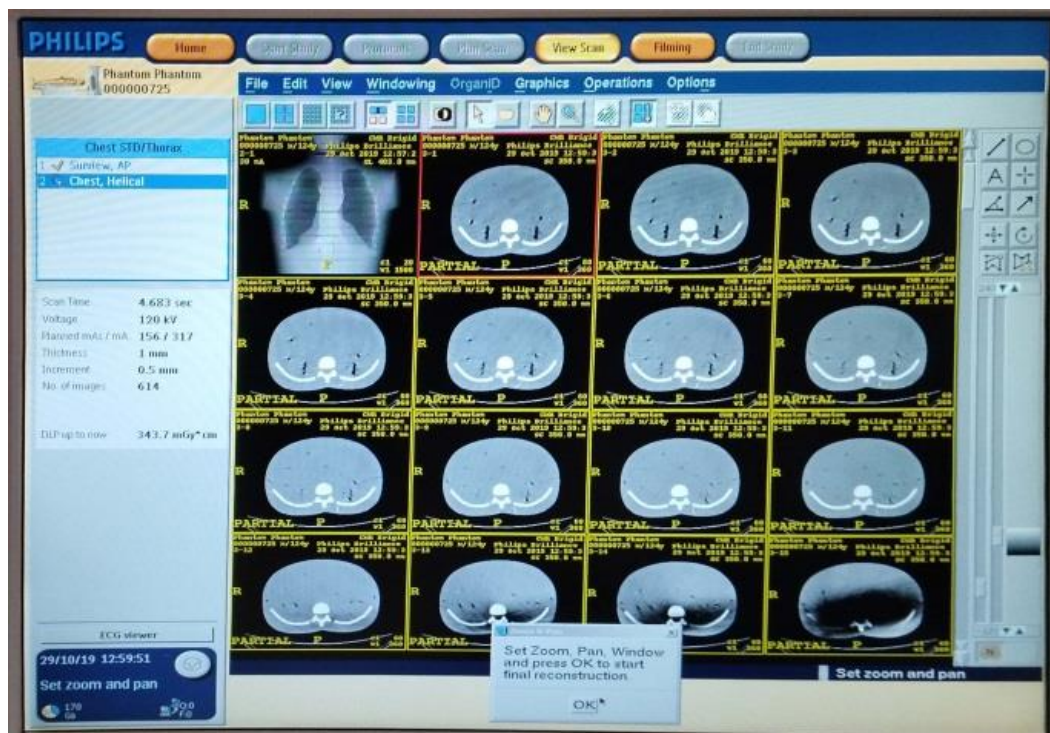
Діалогове вікно робочої станції КТ з КТ-зрізами фантома
